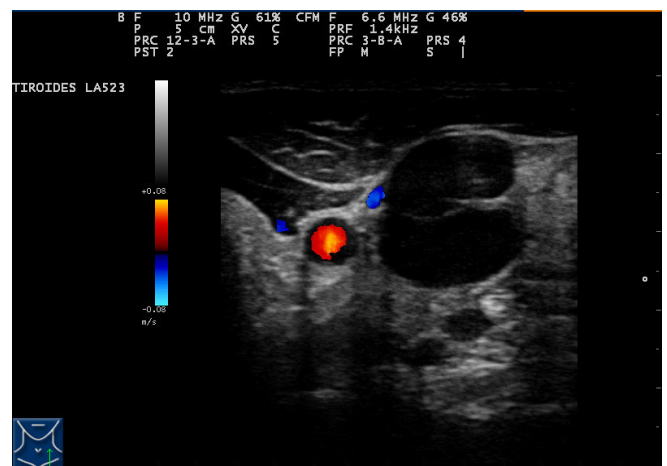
Conglomerado adenopático en la fosa supraclavicular izquierda. Corte transversal en el que se observa vascularización periférica mediante doppler.
